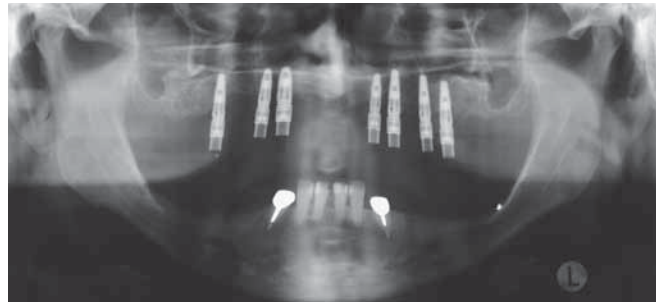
Panoramaschichtaufnahme nach Reponieren der Suprakonstruktion nach der Einheilzeit der Implantate, eine gute röntgenologische Passung ist ohne ein sekundäres Trennen der Suprakonstruktion erreicht worden.
